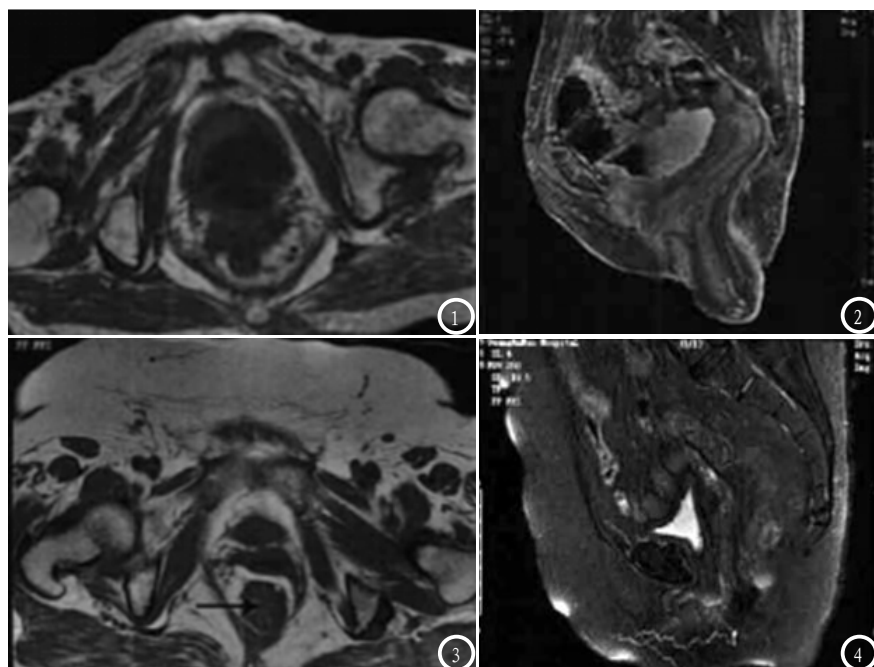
盆腔器官脱垂动态MRI检查影像学表现。图1-2 患者55岁,临床诊断为直肠脱垂、子宫脱垂;图1、图2 分别为MRI横断面、矢状位图像,可见直肠肠壁增厚,粘膜增粗,未见明显占位性病损;肛管增粗,直肠向下脱入肛管并突出于肛门外65mm,宫颈外口位于耻尾线下20mm;图3-4 患者49岁,诊断为直肠脱垂,图3、图4分别为横断面、矢状位图像,可见直肠粘膜增粗且向肛管膨出,黏膜突出于肛门外;肛管增宽,双侧肛提肌变薄;子宫前位略缩小,形态尚正常。
